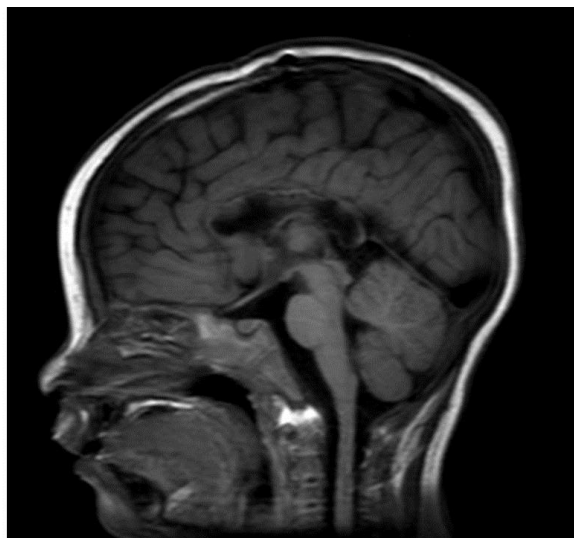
МРТ пациента после тотальной каллозотомии.
